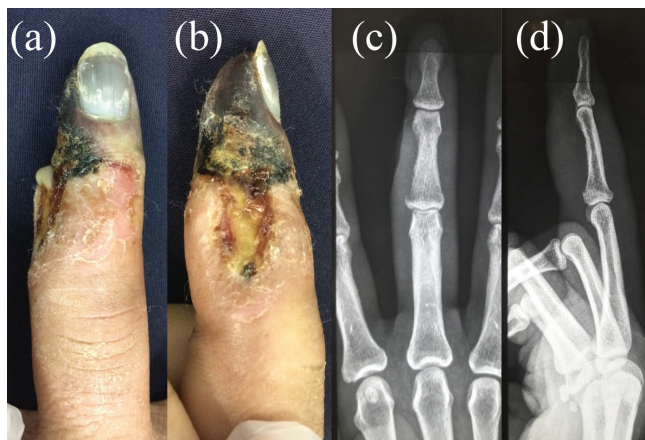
Imágenes de ingreso. Fotos de dedo medio a ingreso con tejido necrótico en falange distal, úlcera en falange media. Vista anterior (a) y medial (b). Radiografía anteroposterior (c) y lateral (d) de dedo medio con signos de osteítis.
